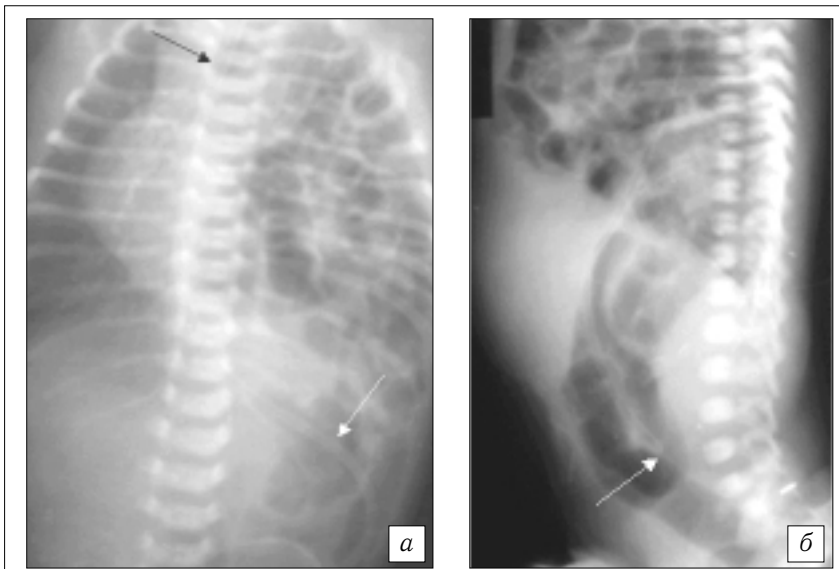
Рентгенограммы органов грудной и брюшной полости новорожденного с ложной левосторонней ВДГ.
